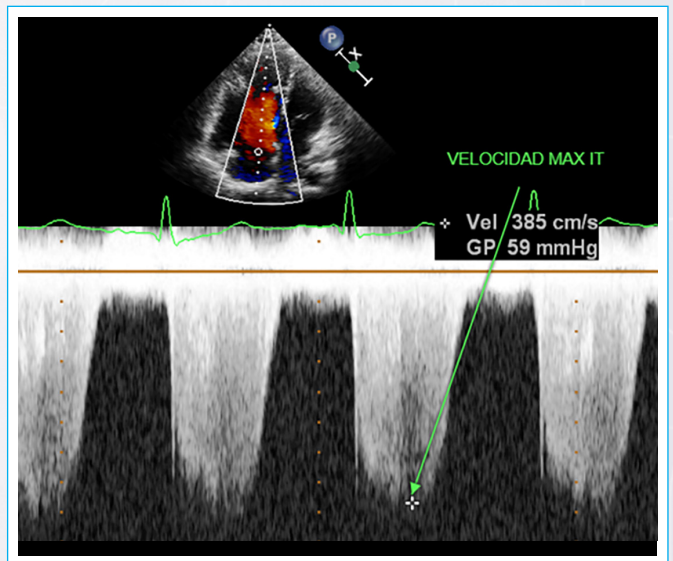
Gradiente máximo de velocidad de IT, con doppler continuo bien alineado con curva completa y densa.
